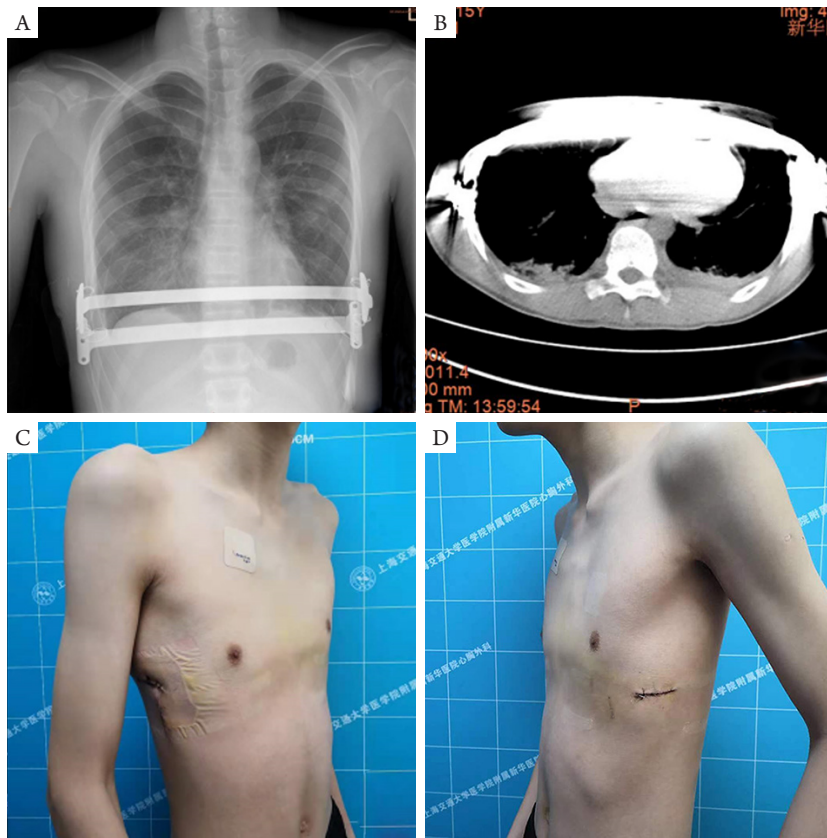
三明治手术后患者胸部X线片、CT以及术后照片（与图1为同一患者）。A：术后胸片可见下胸部两根钢板，上方钢板为鸡胸钢板，下方为漏斗胸钢板；B：术后胸部CT显示畸形胸壁恢复正常形态；C：术后左斜位照片；D：术后右斜位照片
